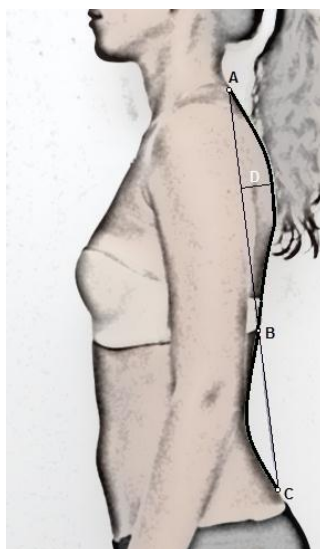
As marcas anatómicas ilustradas são: C7 (A), o ponto de inflexão (B) e o espaço intervertebral L5/S1 (C). As variáveis de caracterização da coluna são: CT = distância em centímetros entre A e B, CL = distância em centímetros entre os pontos B e C, IC = profundidade torácica (D)/CT \times 100.
